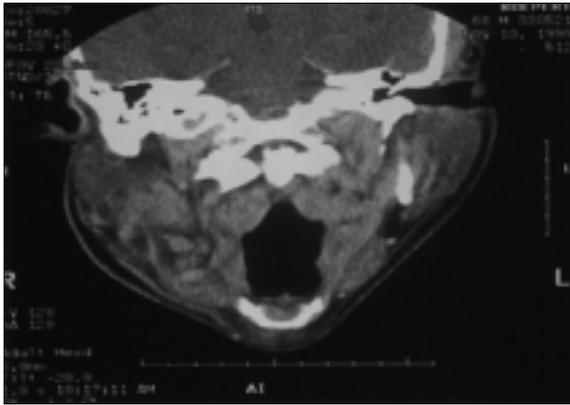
증례 II 환자의 입원 8일째 촬영한 CT로 소견상 저작근 및 측두근에 농양과 가스가 차 있는 모습을 관찰할 수 있음.
